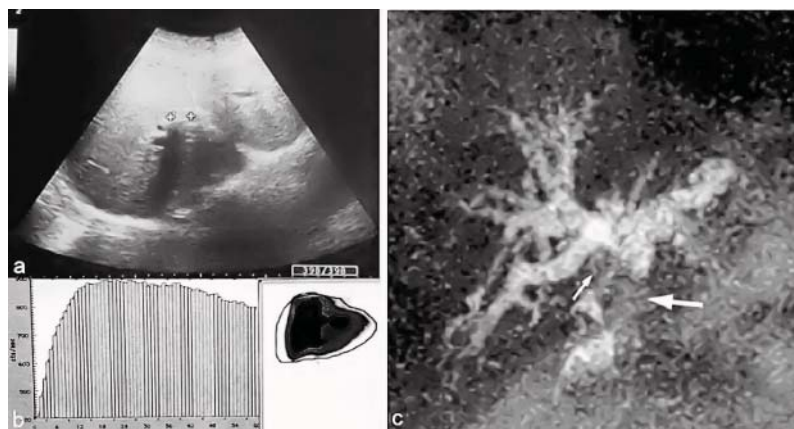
a* – ecografia ficatului depistează calcul biliar (cu con de umbră posterioară) în căile biliare dilatate; *b* – scintigrafia hepatobiliară, faza hepatică (încetinirea pronunțată a evacuării bilei); *c* – CPRM evidențiază căile biliare intrahepatice pronunțat dilatate, calcul biliar în ductul hepatic drept (săgeată mică), anastomoza hepaticojejunală stenozată (săgeată mare).
